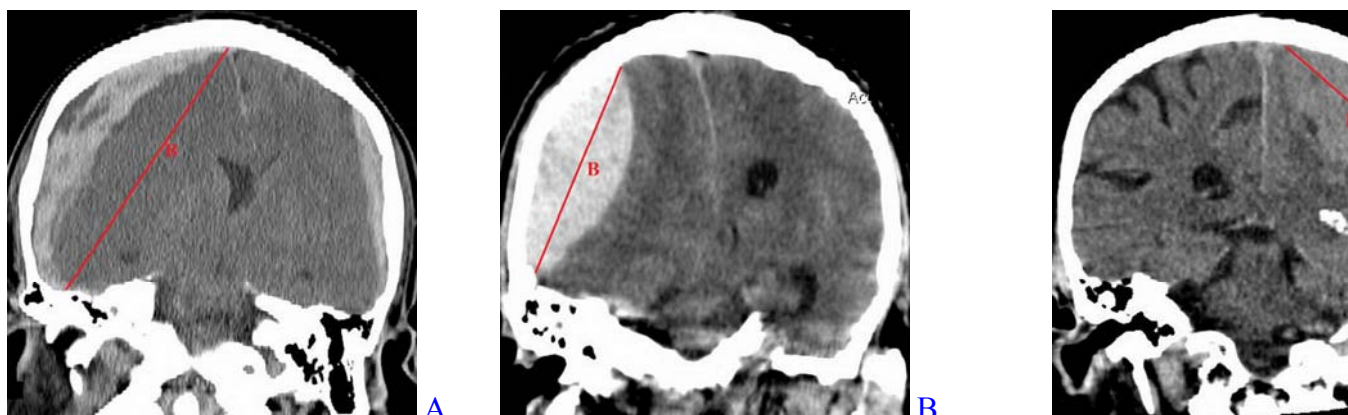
(А, В) СКТ головного мозга, фронтальная проекция. Острая субдуральная гематома в лобно-теменно-височной области (А). Эпидуральная гематома в правой лобно-теменно-височной области (В). Конвексительная менингиома в левой лобно-теменной области (С).
